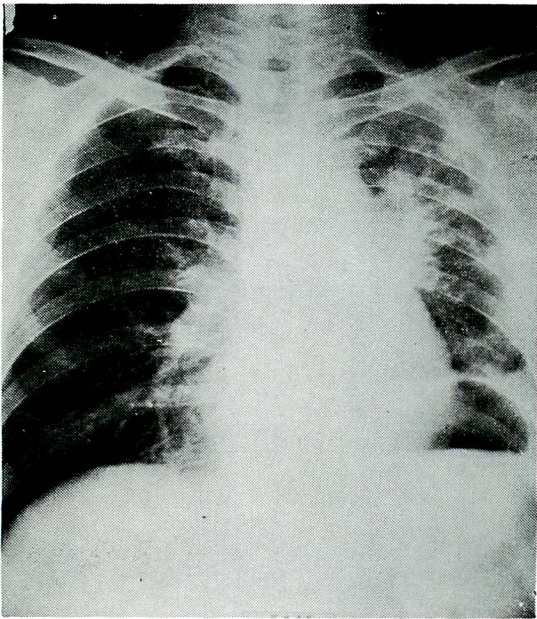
The chest x-ray film on June 24, 1972, showing fibrotic change in the left hilar shadow and elevation of the left diaphragm as a result of bleomycin and ⁶⁰Co therapy.
